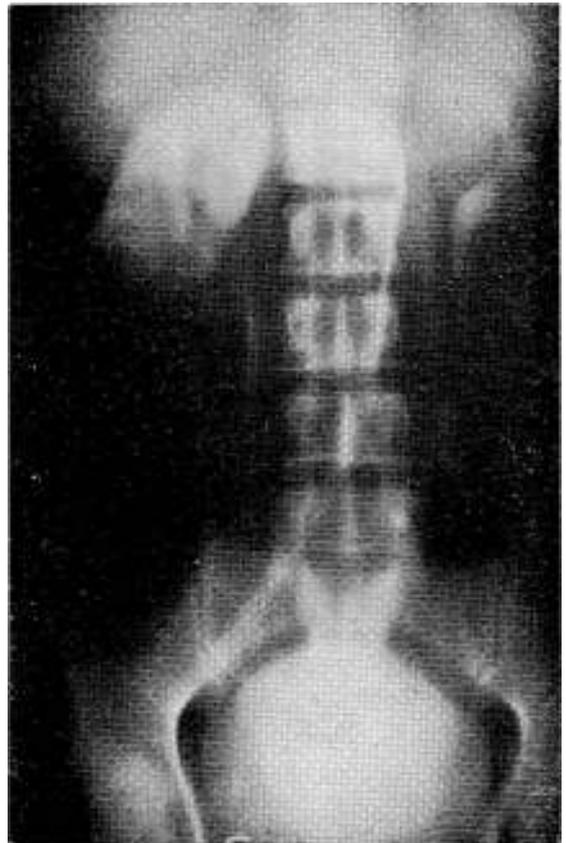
Angiografotomografía. Se comprueba en el polo inferior del riñón derecho, grosera tumoración avascular con límites imprecisos de separación entre el riñón y la tumoración. Adenocarcinoma renal.
